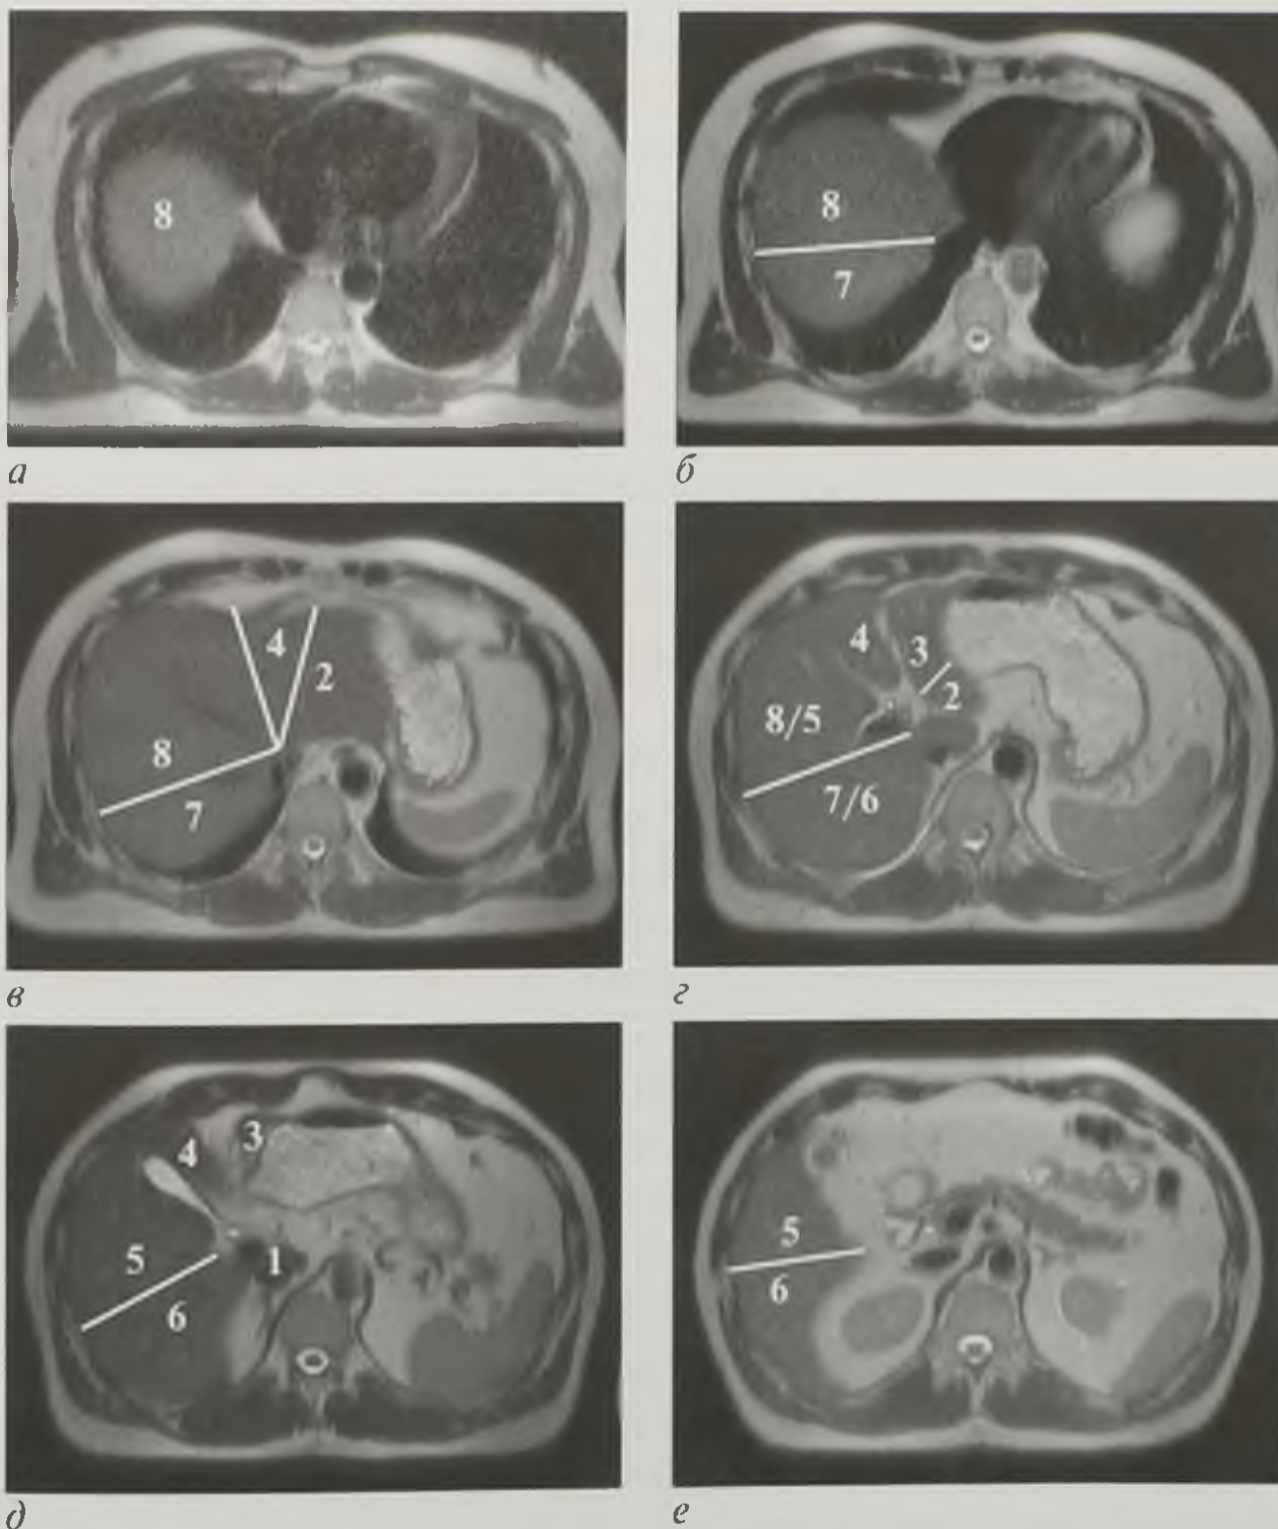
Магнитно-резонансные томограммы (а–е). Т2-взвешенное изображение в аксиальной плоскости: 1–8 — сегменты печени
